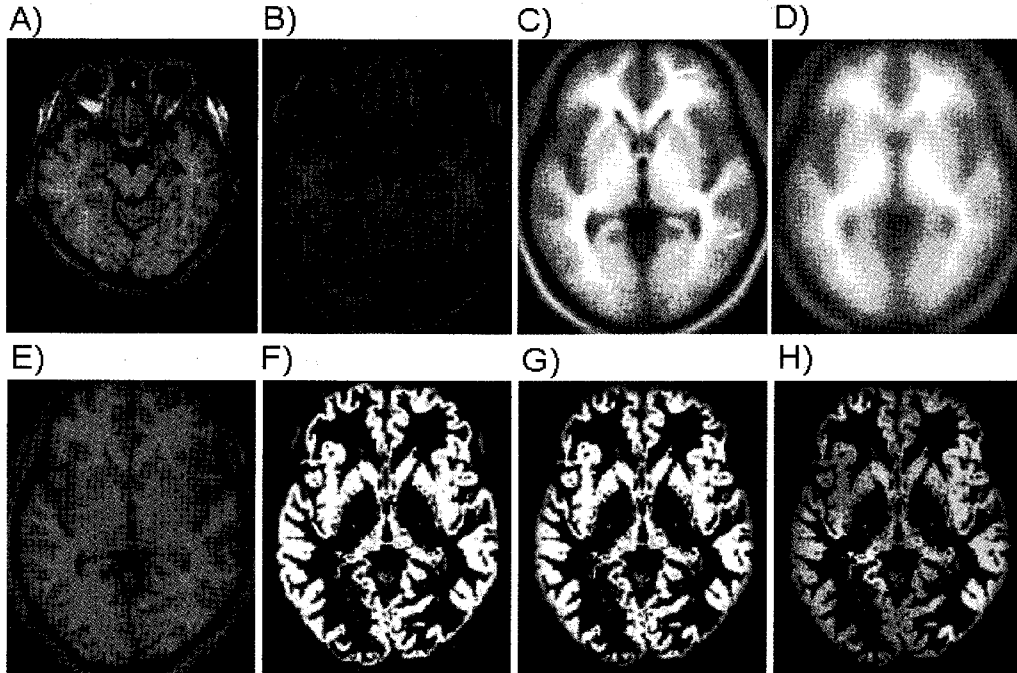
VBM procedure administrated in T1-weighted MR images of mTLE. Analyze image (A) were performed affine transformation to standard MNI template (B). Each transformed images were averaged (C) in order to local study-specific template. Averaged image was smoothed with a Gaussian kernel of 8mm FWHM (D). Each images were normalized to local template with nonlinear component (E) and segmented gray matter, (F) white matter and CSF. Modulation procedure was applied to gray matter images (G). All segmented gray matter images were smoothed with a Gaussian kernel of 12mm FWHM (H).
